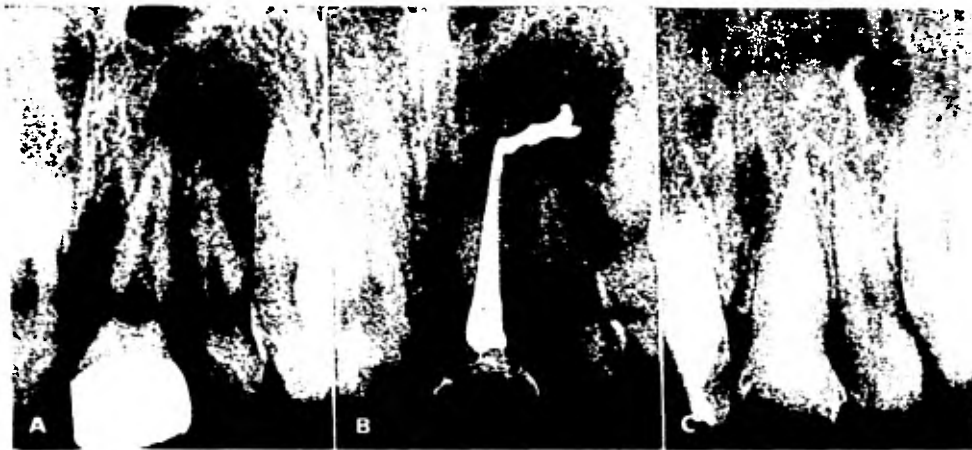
Tratamiento endodóncico en 1 con gangrena pulpar y lesión periapical en la vecindad del ápice del 2. A. Pre operatorio. Obturación y sobreobturación con pasta antiséptica lentamente reabsorbible (Maisto). C. A los seis meses, reparación en 1 y remanente del material en la zona periapical del 2.
